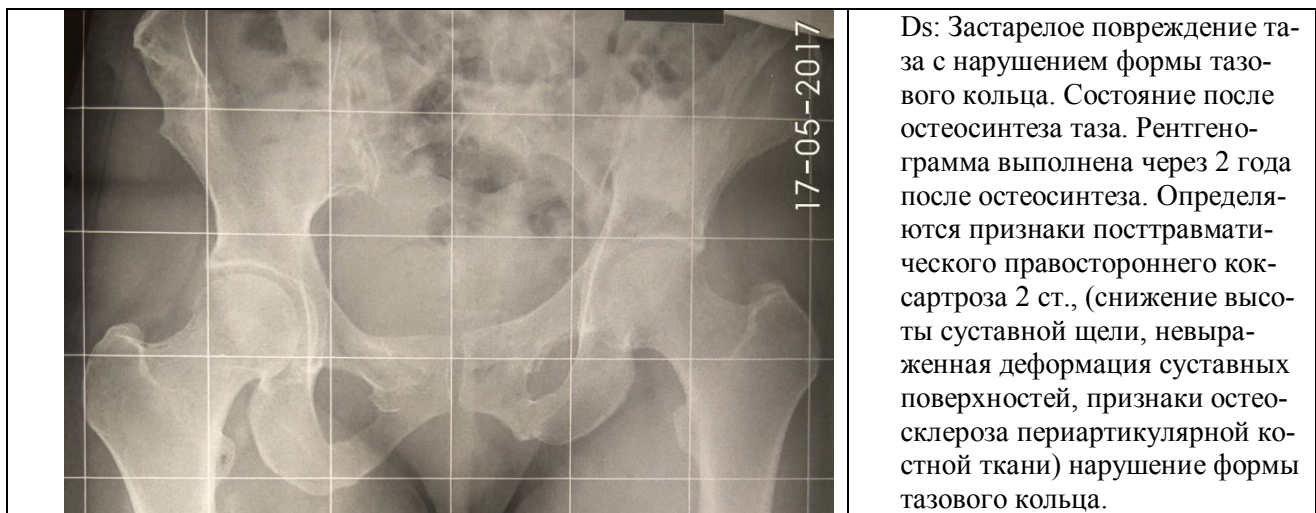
Рентгенограмма таза больной Д., 38 лет.
